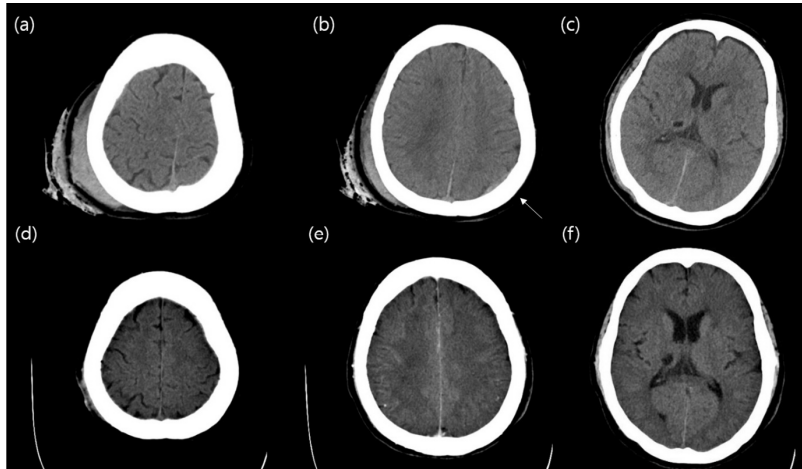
Brain CT image of a patient.
